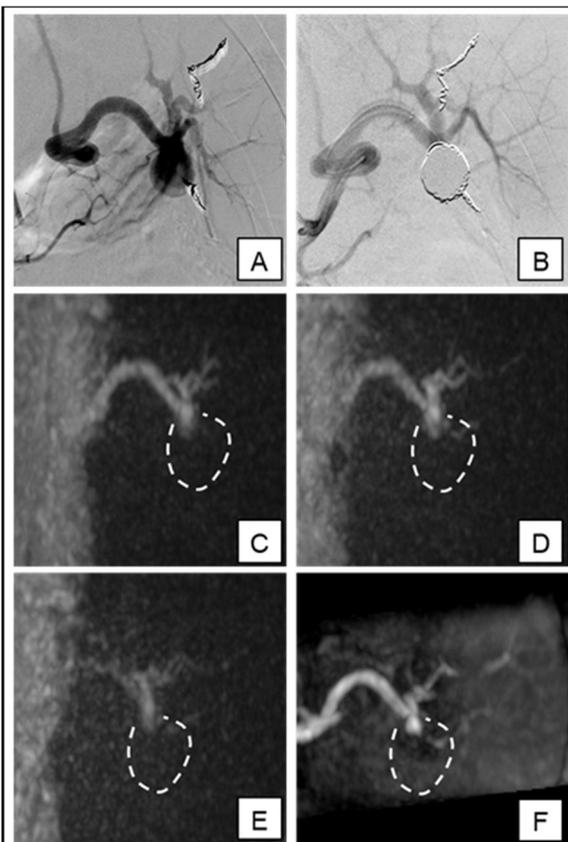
50 歳代、男性。脾動脈瘤に対する親血管温存動脈瘤塞栓術後。A：塞栓前血管造影画像。B：塞栓後血管造影画像。C-E：ASL 併用 UTE-MRI の連続画像。TI 値はそれぞれ、500、806、1112 ミリ秒。F：高時間分解能造影 MRA。ASL 併用 UTE-MRI で瘤のネックに血流の残存を認める。この所見は高時間分解能造影 MRA とよく一致している。破線は動脈瘤の輪郭を表す。
